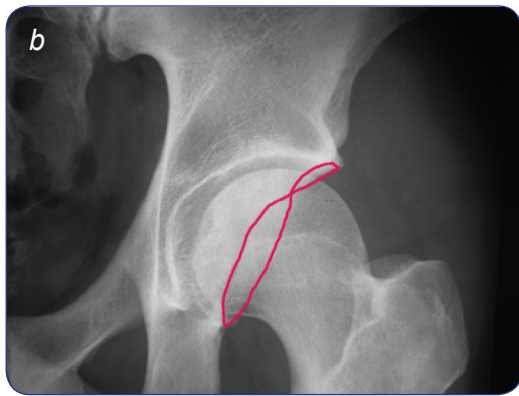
a, b. Radiografía de un caso de retroversión acetabular en el que el borde acetabular anterior se extiende más lateralmente en la zona superior que el borde acetabular posterior.
